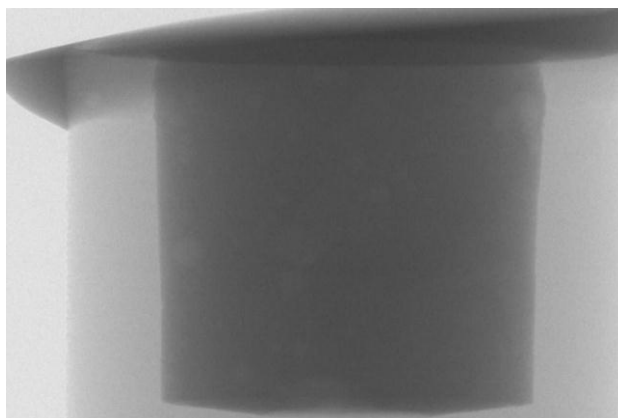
Imagem de Raio-X gerada pelo μ CT.
